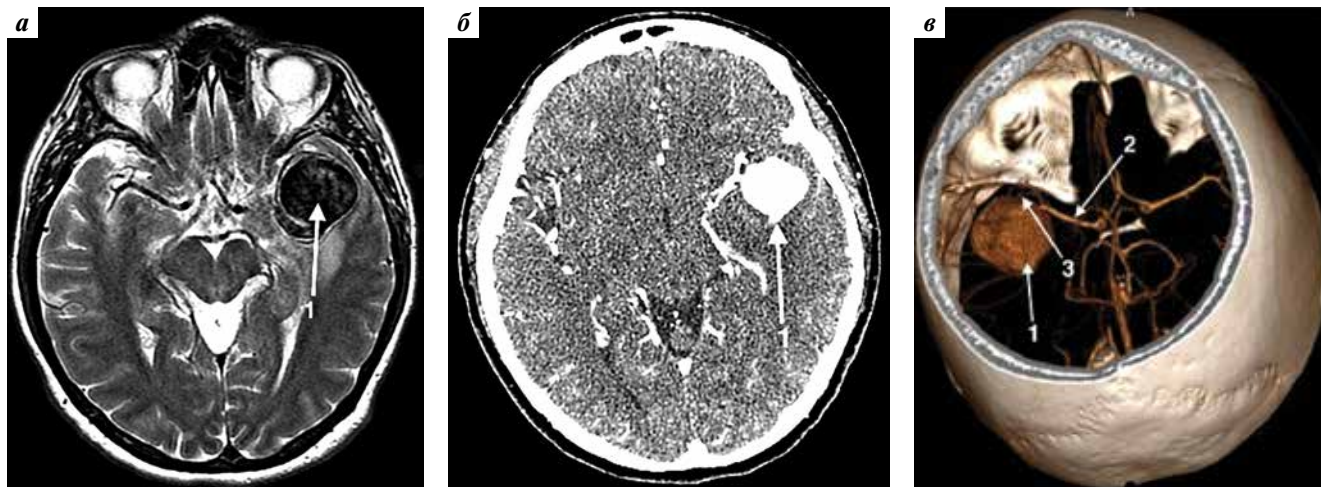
Магнитно-резонансная (а) и компьютерная томография головного мозга (б) и интракраниальных сосудов (в) пациентки 3. (MPR-режим). 1 – гигантская аневризма; 2 – левая средняя мозговая артерия; 3 – передняя височная артерия
